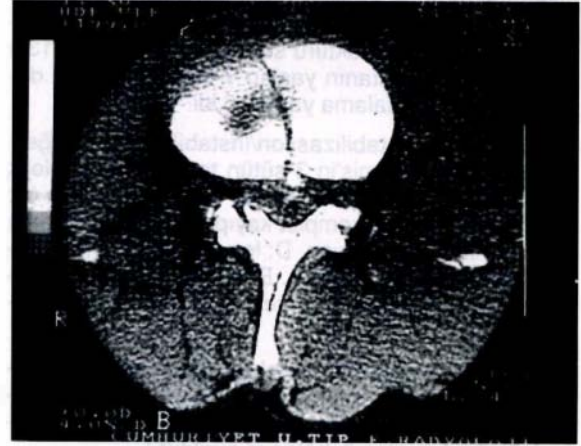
AP grafide L1 vertebrada interpediküler mesafede genişleme
